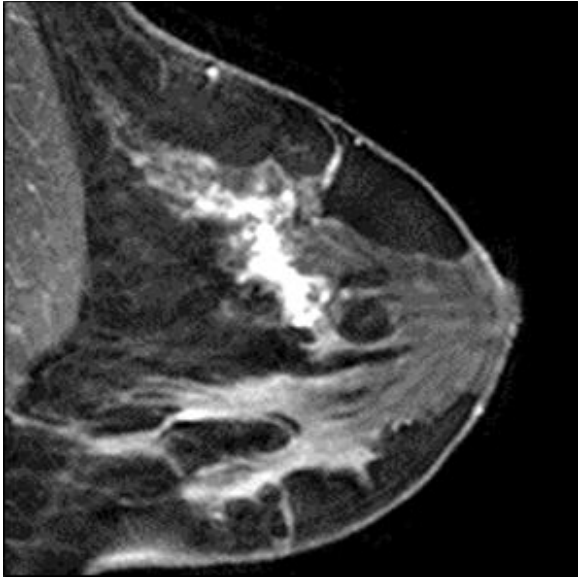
Снимок молочной железы, полученный методом магнитно-резонансной томографии
